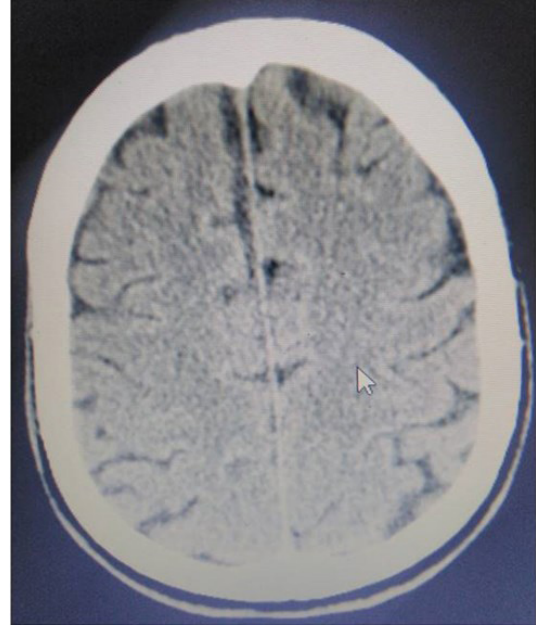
Aksiyel kesitli beyin tomografisinde hematomun frontal loba bası yaptığı görülmektedir
